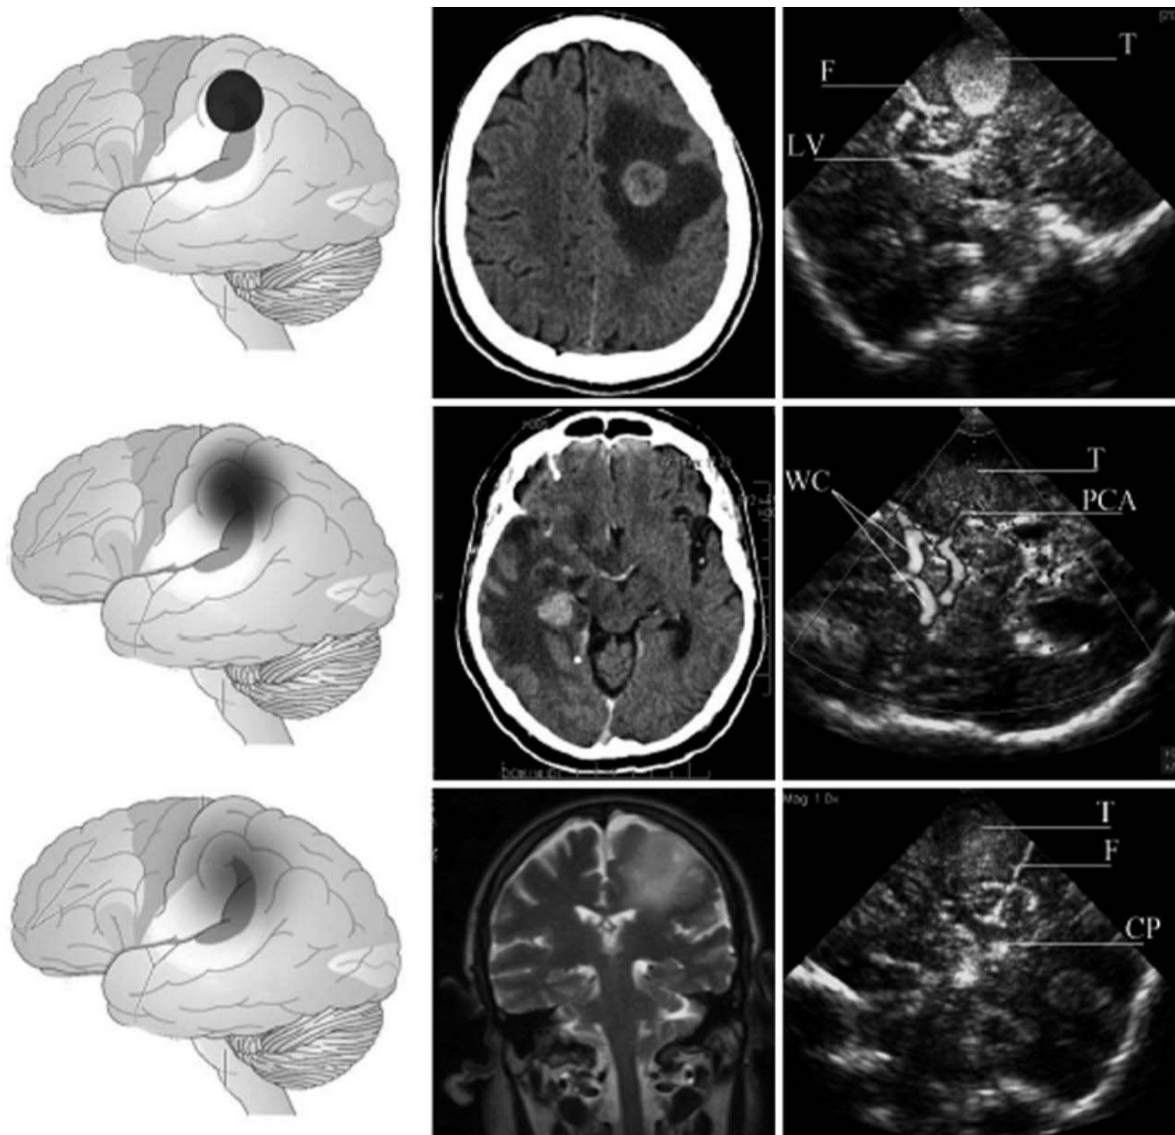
La visibilité échographique des lésions cérébrales.
